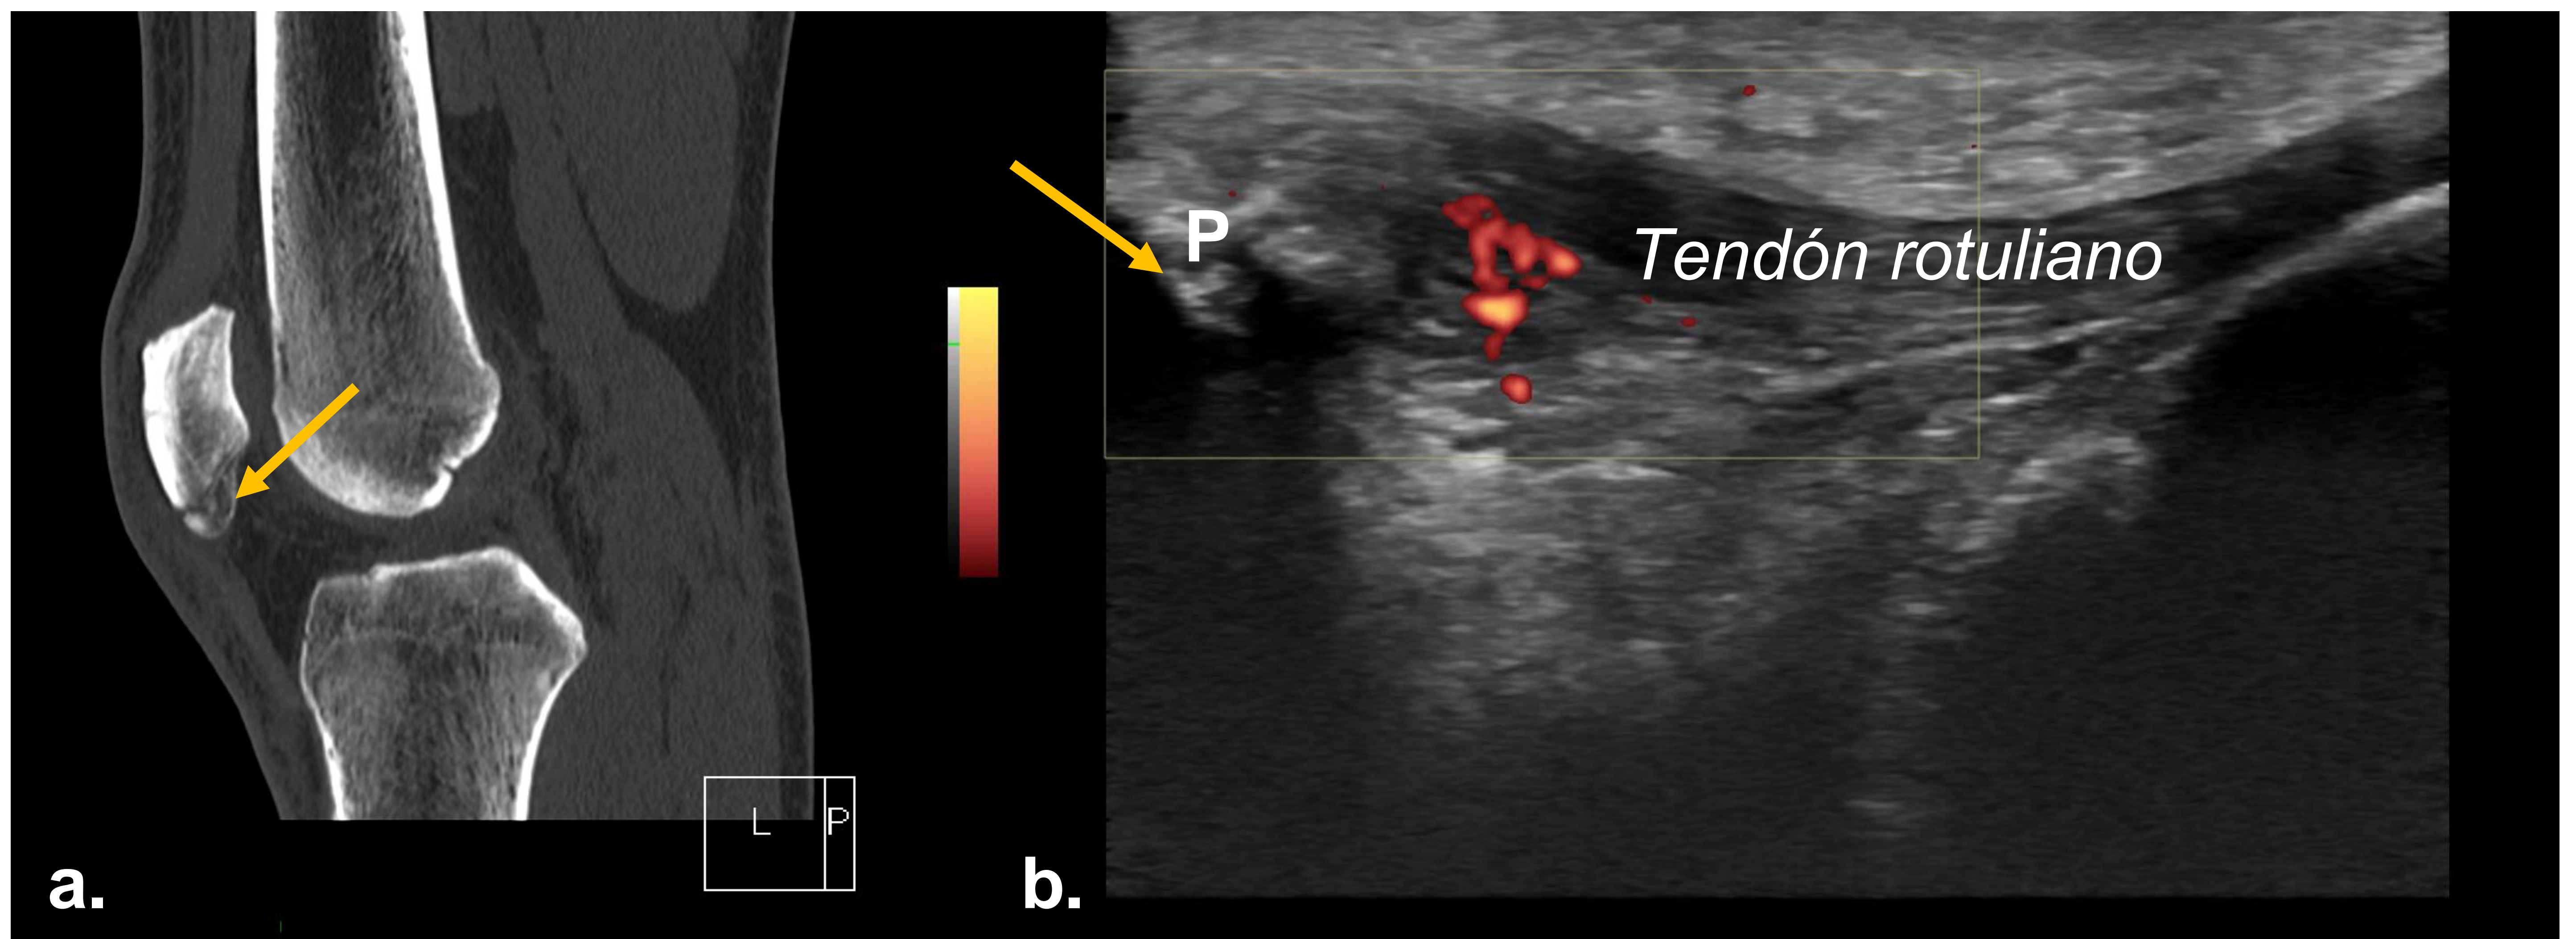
TC rodilla plano sagital (a) y US longitudinal de (b) que muestra una fractura no desplazada del polo inferior de la rótula (flecha naranja, P), con tendinopatía rotuliana asociada (engrosamiento y aumento de la vascularización).
